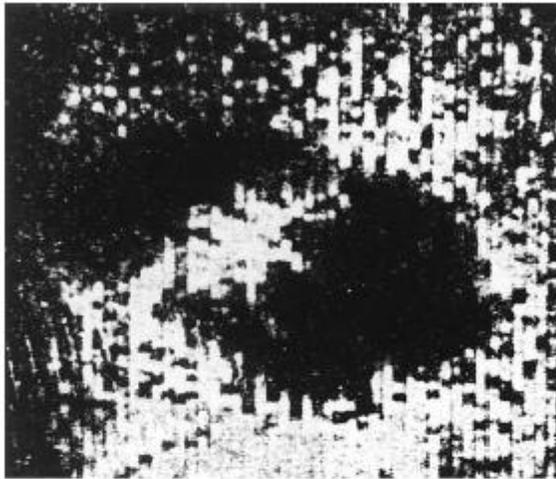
(a) "Hiperfonograma" normal, vista lateral. La cabeza del humano fue escaneada por un delgado haz de ultrasonidos. Hay una variable atenuación del haz de sonido debido a las diferencias estructurales de los tejidos. Los campos oscuros representan los ventrículos.
